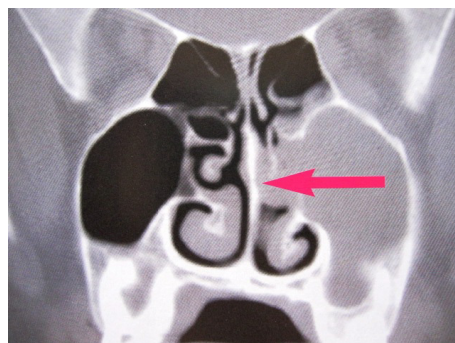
Secção coronal de um TC mostrando opacidade no seio maxilar esquerdo. Presença de pólipos (seta) (Mantovani, 2009).
